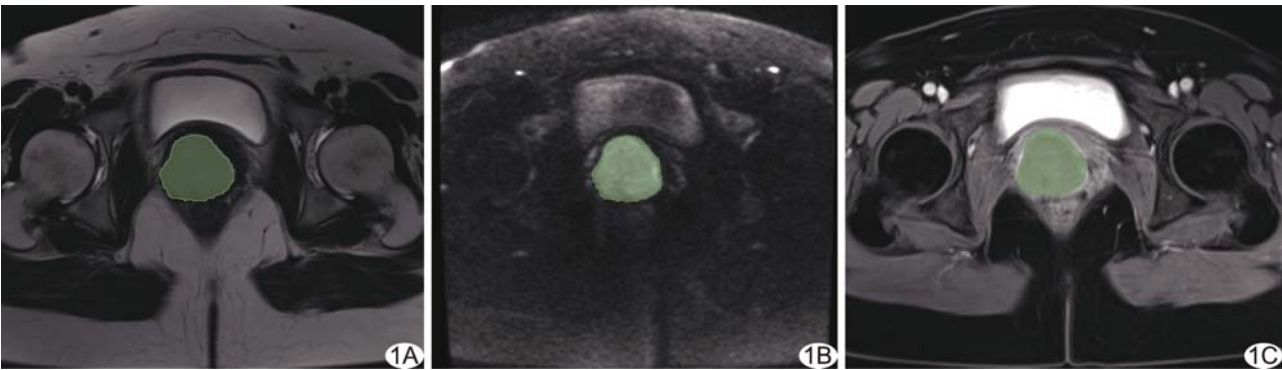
患者女,43 岁,宫颈鳞状细胞癌,FIGO I B2 期,NACT 后有效 于治疗前 T2WI(A)、DWI(B)及 T1WI 增强图像(C)上沿肿瘤边缘逐层勾画 ROI
